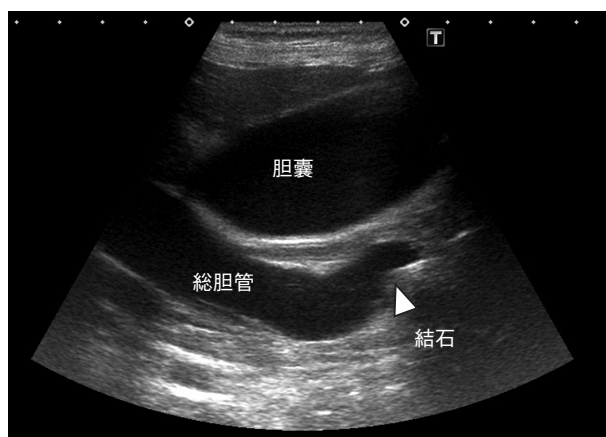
超音波により下部胆管に嵌頓した結石が認められた急性胆管炎の1例
